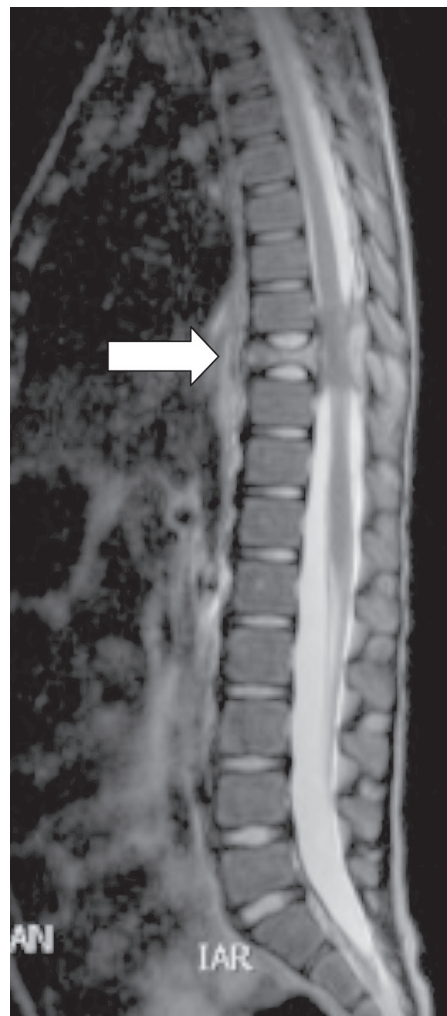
Resonancia magnética de columna vertebral
